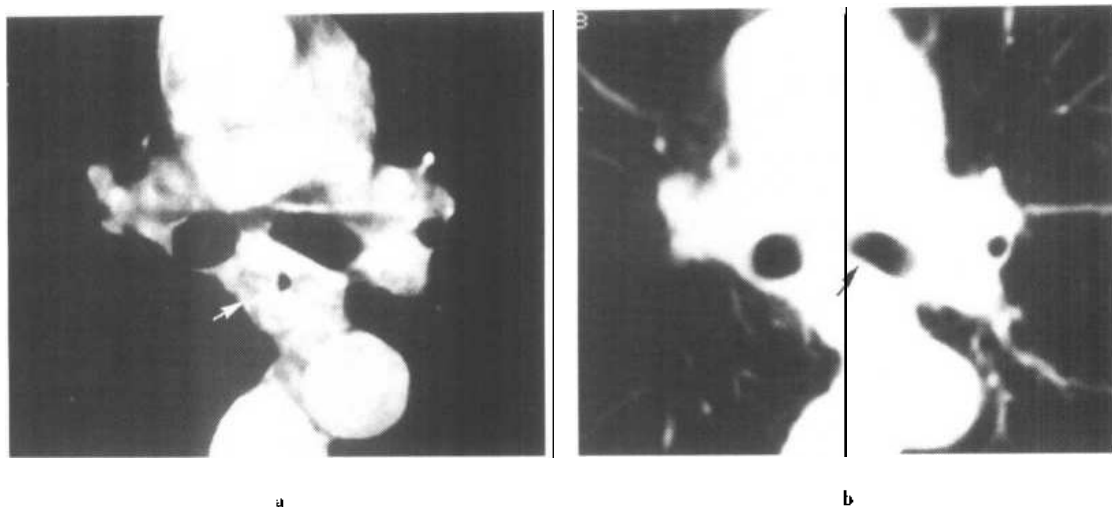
b 食管壁左主支气管受侵，CT 平扫
